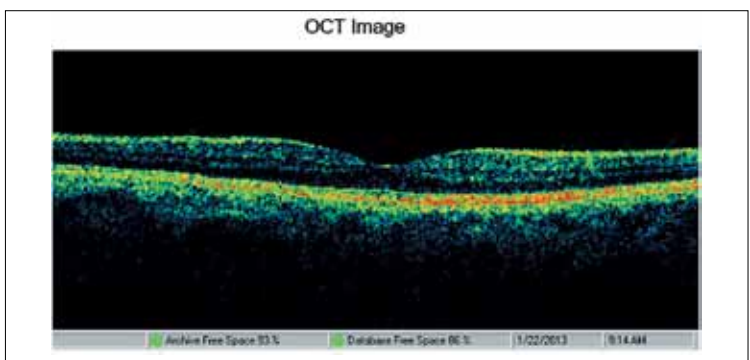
Оптическая когерентная томография больной М. парного глаза: толщина сетчатки – 218 мкм
